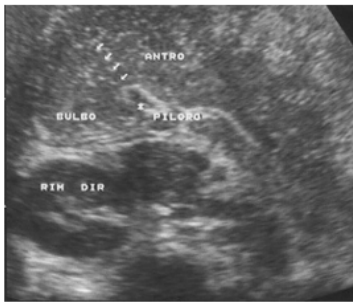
Sonograma em tomada oblíqua da região antropilórica de um lactente sadio imediatamente após ingestão láctea mostra canal pilórico normal, permeável, com livre fluxo de leite para o bulbo (setas brancas paralelas). O músculo pilórico tem dimensões normais (asterisco).
